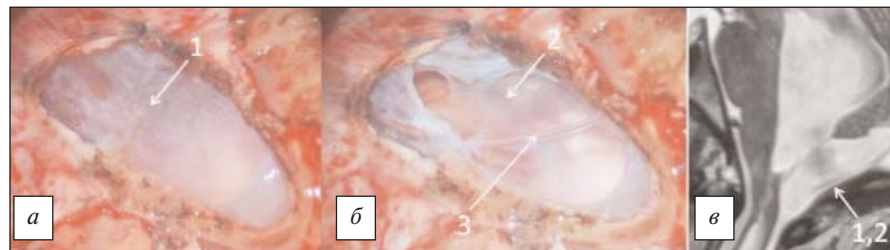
Вид операционной раны после вскрытия твердой мозговой оболочки (интраоперационное микрофото, а); вид раны после иссечения наружного уплотненного листка сосудистой оболочки (интраоперационное микрофото, б); фрагмент предоперационной МРТ (в). 1 — уплотненный листок сосудистой оболочки; 2 — внутренняя прозрачная тонкая мембрана; 3 — уровень ликвора в кисте в проекции большой цистерны. Операция проводится в положении на левом боку с приподнятым головным концом стола, что объясняет асимметричное положение уровня жидкости.
